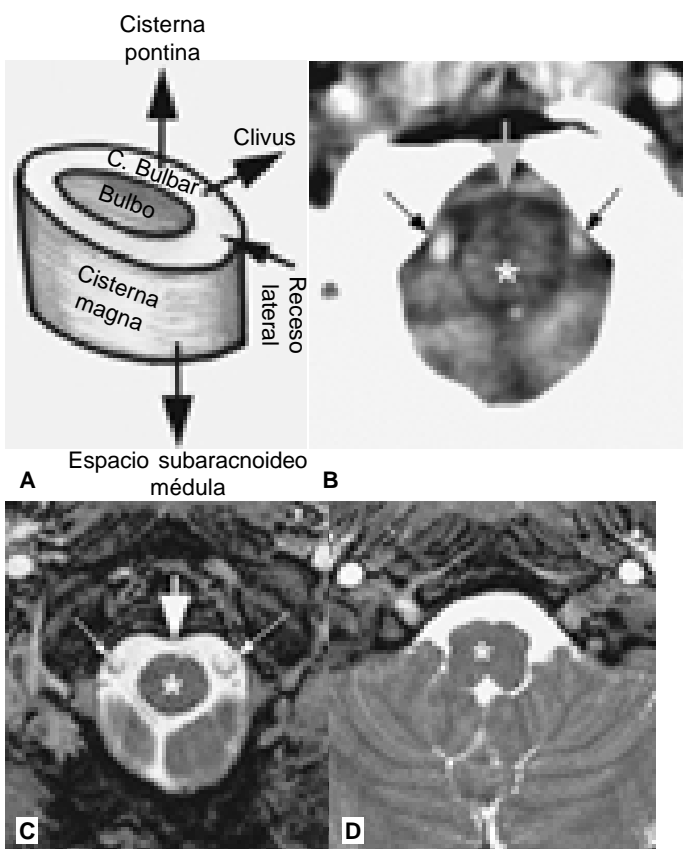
A) Ubicación y relaciones de la cisterna bulbar. B) Imagen de TC. C y D) Imágenes de RM axial en secuencia FIESTA. En B, C y D, las flechas largas, arterias vertebrales; flecha grande, cisterna bulbar; * bulbo.
